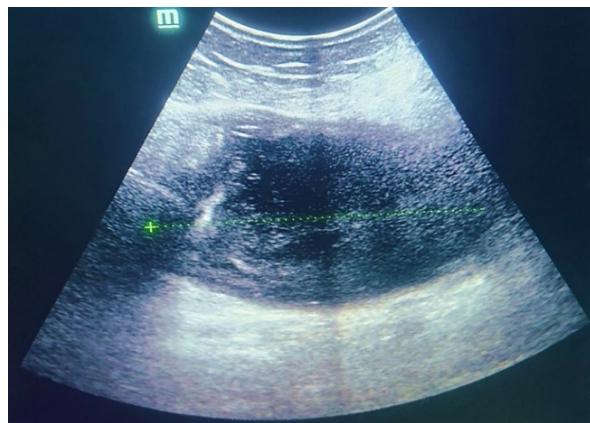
Ultrasonido abdominal del paciente en la que se aprecia imagen ovalada.
